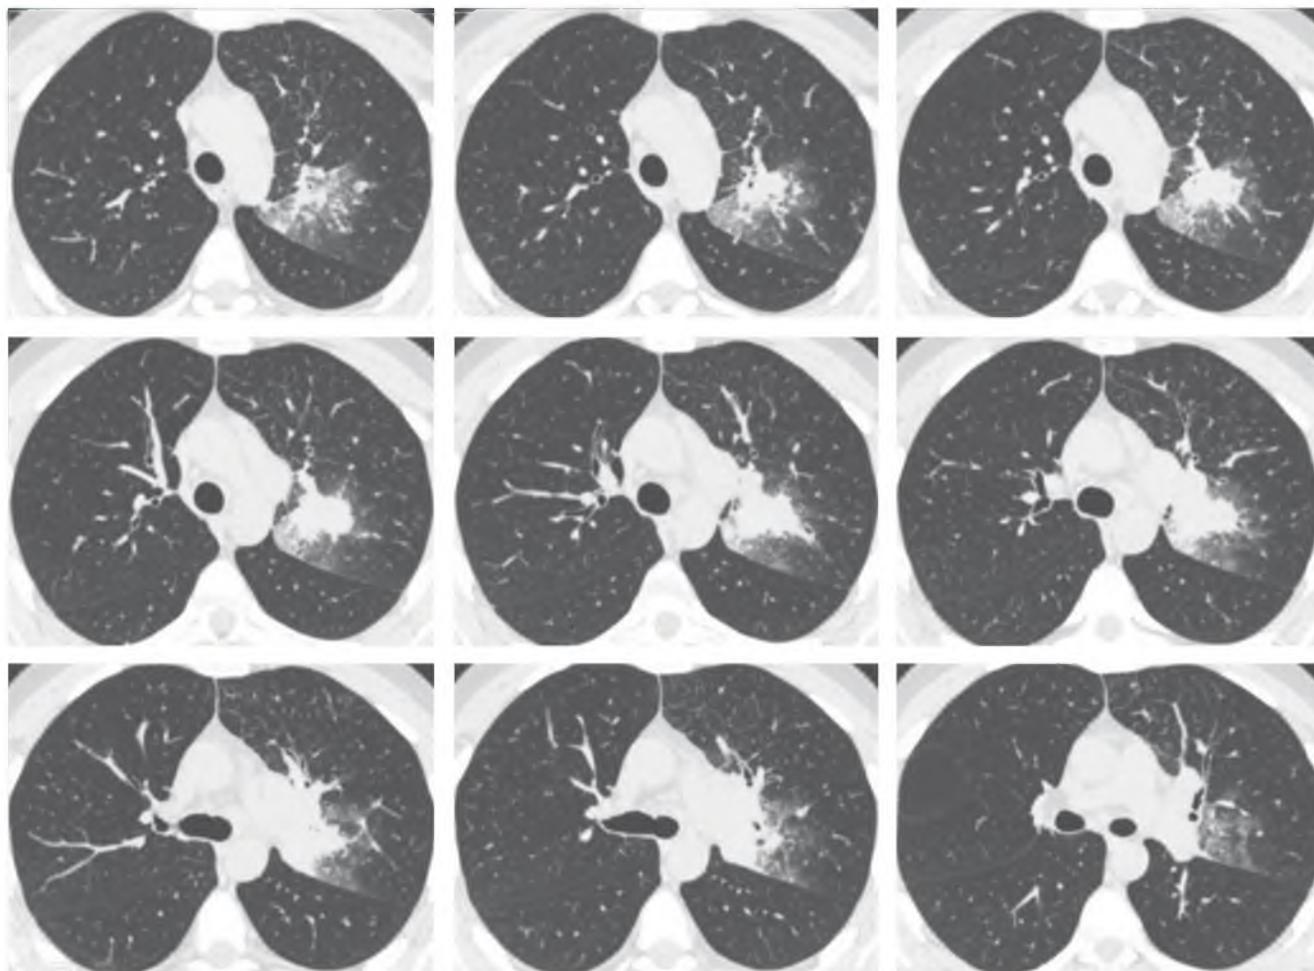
Мультиспиральные компьютерные томограммы органов грудной полости от 12.11.2013 г.
